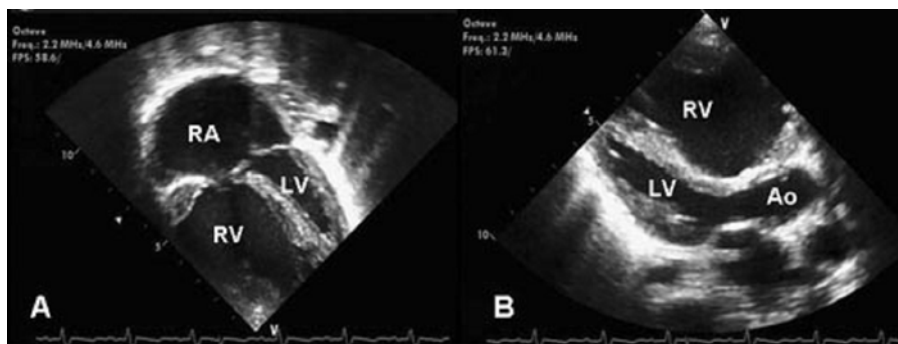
Echocardiographic findings of 4 year-old patient with acute right heart failure. Markedly enlarged RA, RV, and squeezed LV in 4-chamber view (A) and parasternal long axis view (B) at end-systolic phase. Abbreviations : RA, right atrium; RV, right ventricle; LV, left ventricle; Ao, aorta.
